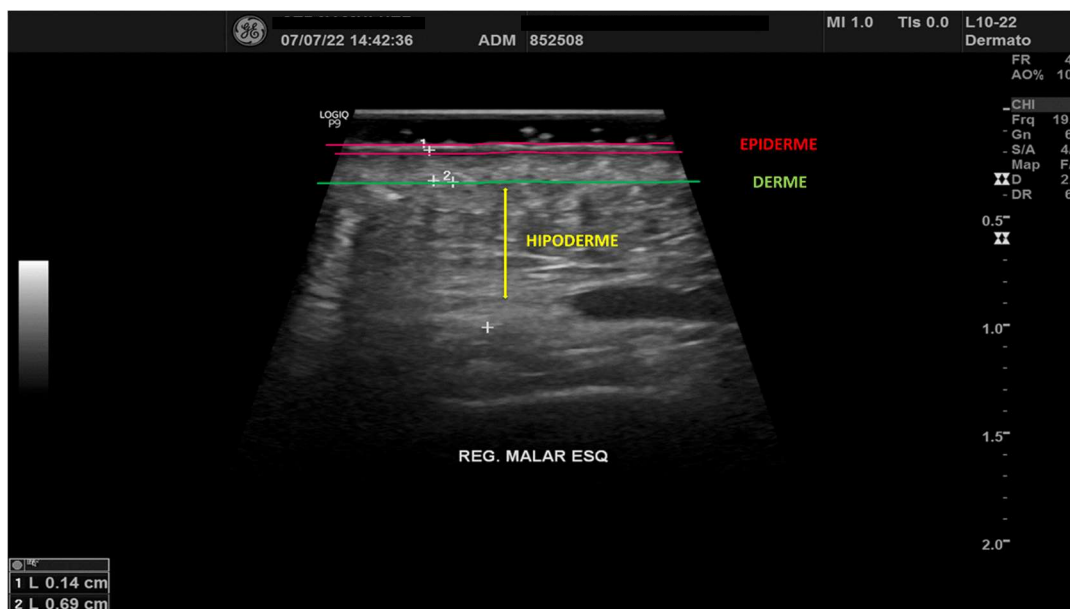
Imagem ultrassonográfica da região de estudo. Fonte: Ultrassonografia GE Logiq P9, 2022.
